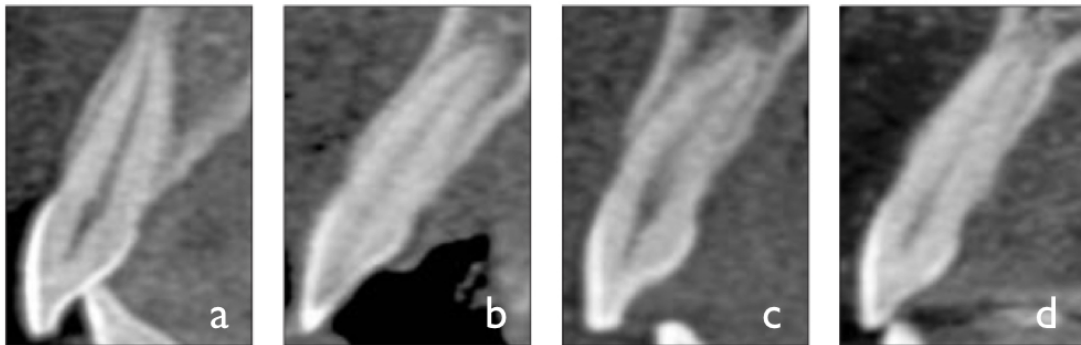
Clasificación según la posición buco-palatina de la raíz dentro del reborde alveolar mediante imágenes de CBCT según Kan y cols.(26). La situación (a) sería la más favorable para la colocación del implante inmediato, mientras que la situación (d) sería la más desfavorable.
